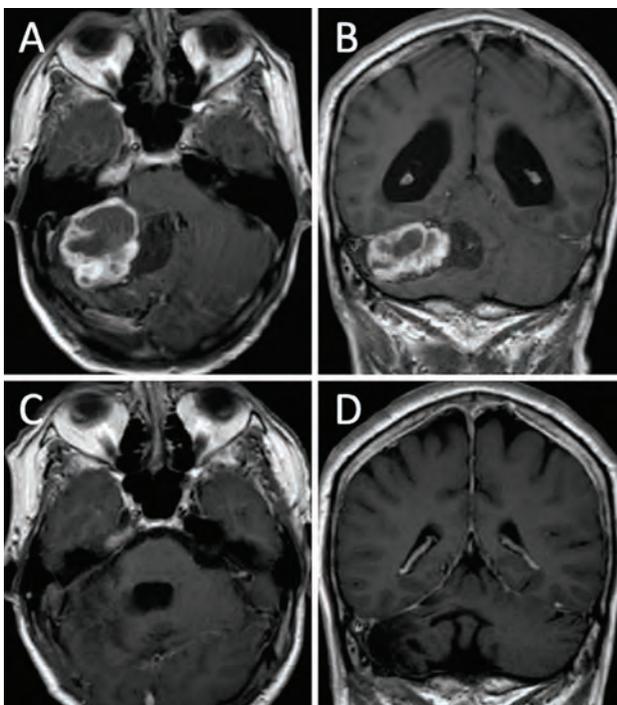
Hemangioblastoma sólido-quístico. A y B, RM pre operatoria. C y D, RM post operatoria.
